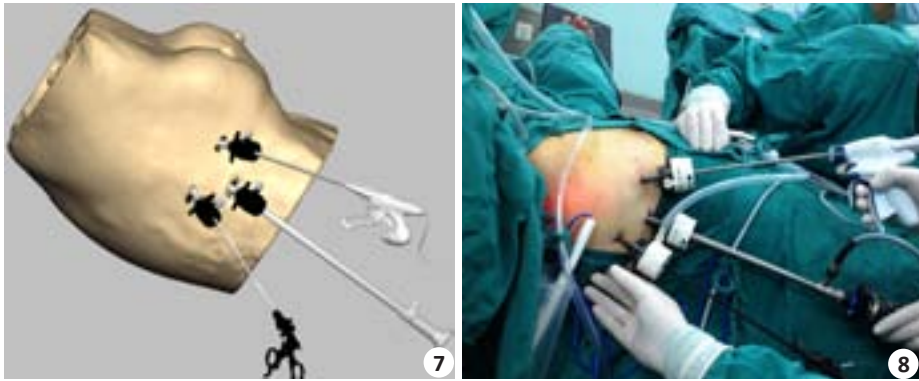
可视化手术:于第一、二操作孔置入超声刀及抓钳进行ESLNB及EALND
